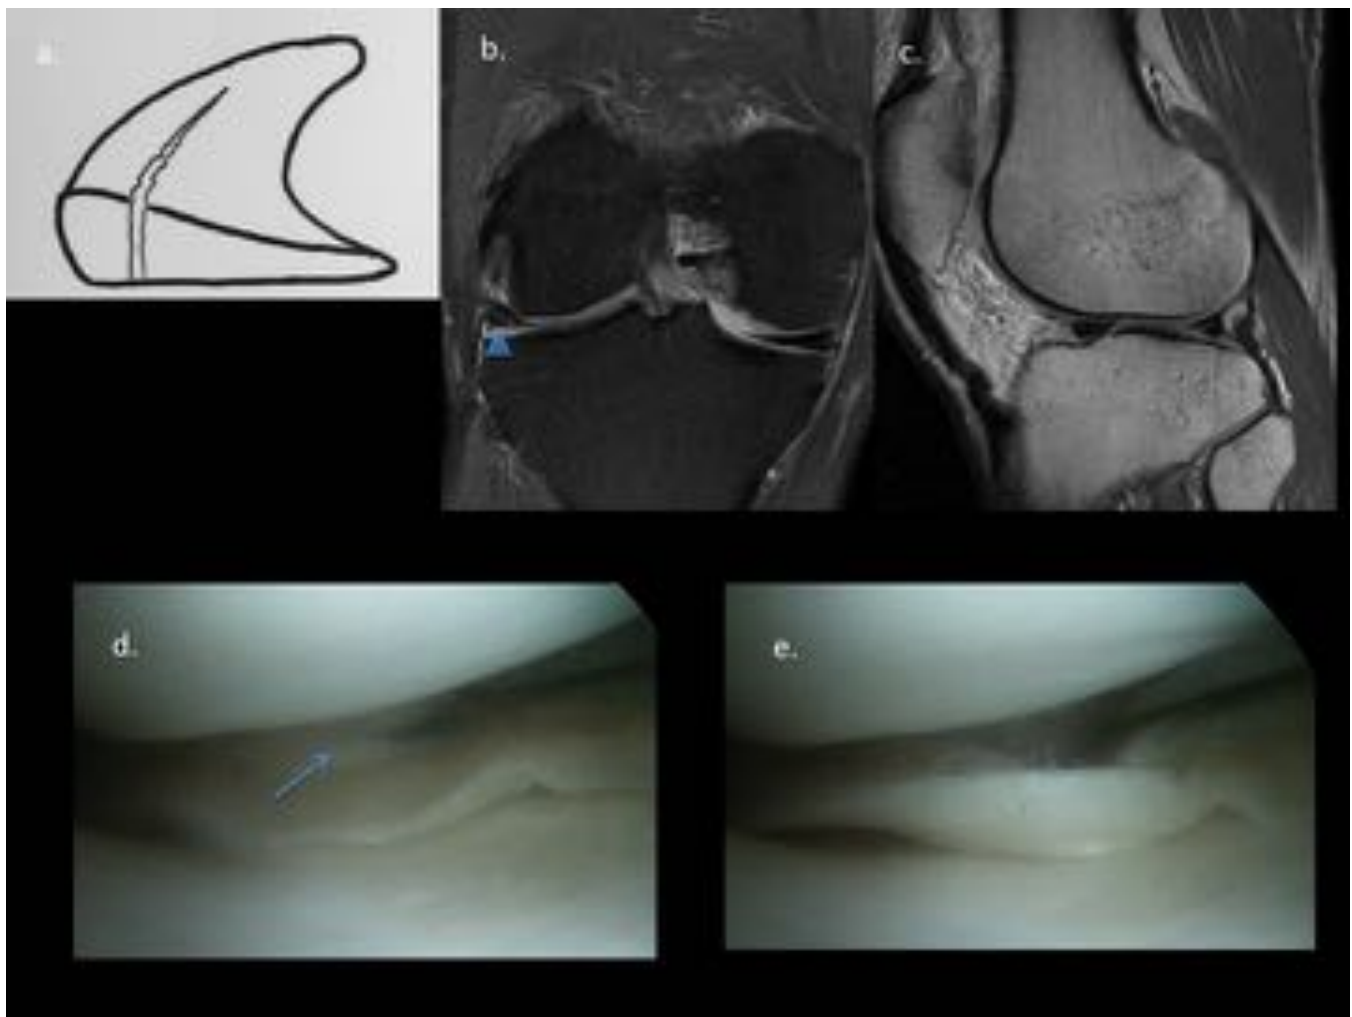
Rotura longitudinal. (a) Ilustración esquemática que representa un menisco seccionado mostrando las características de la lesión. (b) Imagen de RM coronal en DP que muestra una rotura contactando con la superficie articular inferior. (c) Imagen de RM sagital en DP que muestra también la rotura. (d) Imagen obtenida de un video de artroscopia que muestra la rotura longitudinal (flecha). (e) Se aprecia el palpador introducido en la rotura y como está traccionando de la vertiente interna.
